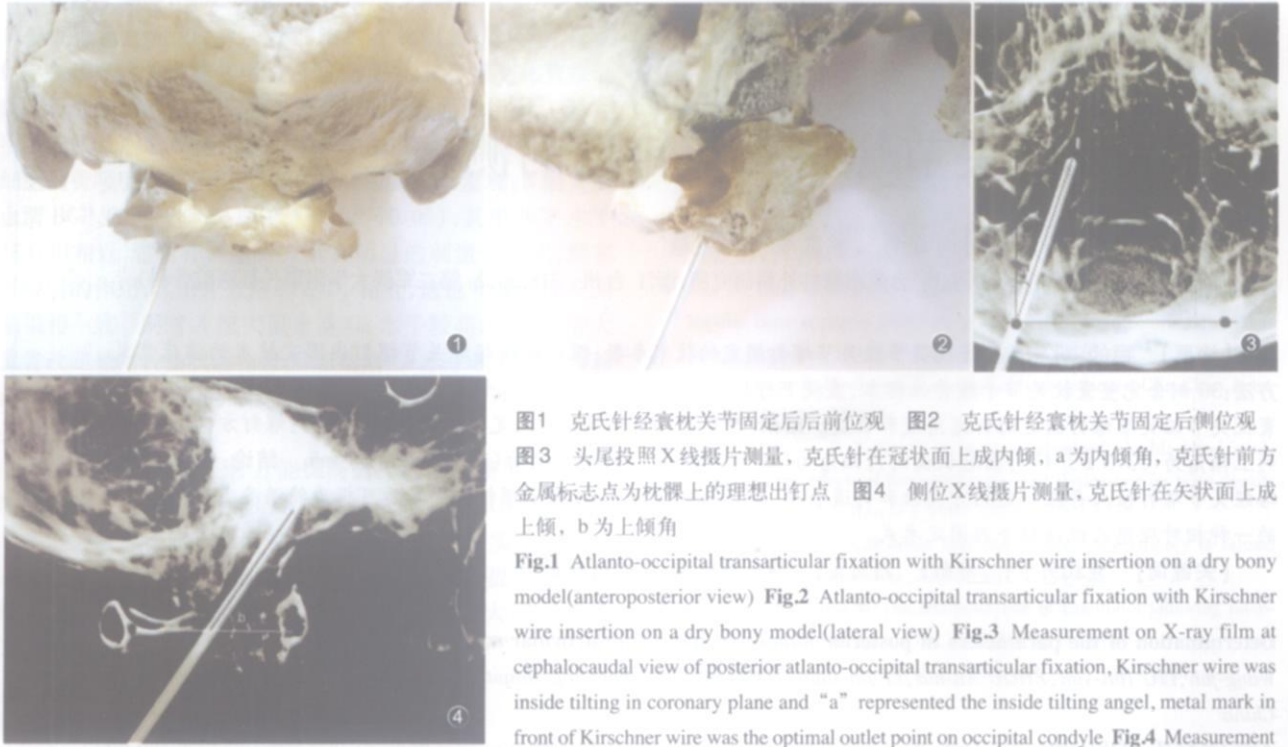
克氏针经寰枕关节固定后前后位观 图2 克氏针经寰枕关节固定后侧位观 图3 头尾投照X线摄片测量,克氏针在冠状面上成内倾, a为内倾角,克氏针前方金属标志点为枕髁上的理想出钉点 图4 侧位X线摄片测量,克氏针在矢状面上成上倾, b为上倾角
